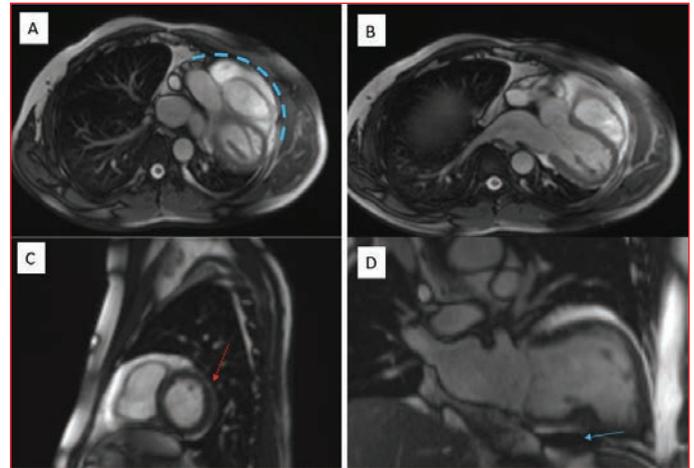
Cardiac magnetic resonance (CMR) in congenital left pericardial agenesis. Localizer sequences (axial projection) revealing the dislocation of the heart toward the left hemithorax (A, dashed arrow), confirmed on cine CMR images (apical four-chambers, systolic phase) (B). CMR short axis view showing the presence of discontinuous segments of pericardium along the anterior wall of the left ventricle (C, red arrow) with complete absence along the left ventricular wall. (D) disclosing the interposition of fat tissue between the diaphragm and cardiac inferior wall (blue arrow).
